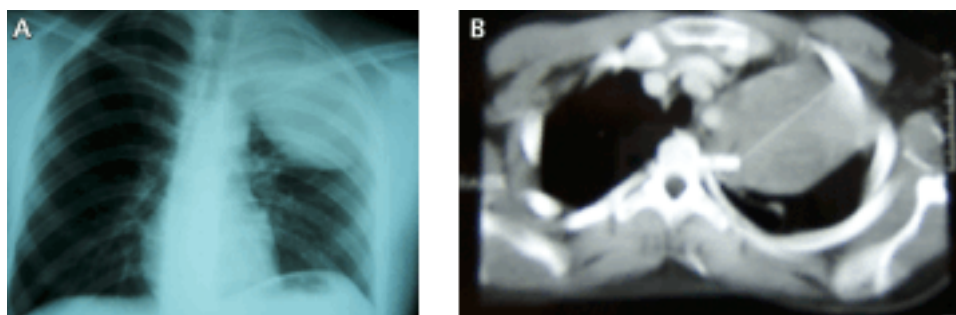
Masculino, 23 años. Tumor neurogénico de bajo grado en el mediastino superior izquierdo en relación íntima con vasos. A) Tele PA de tórax, B) TAC, cortes altos.
